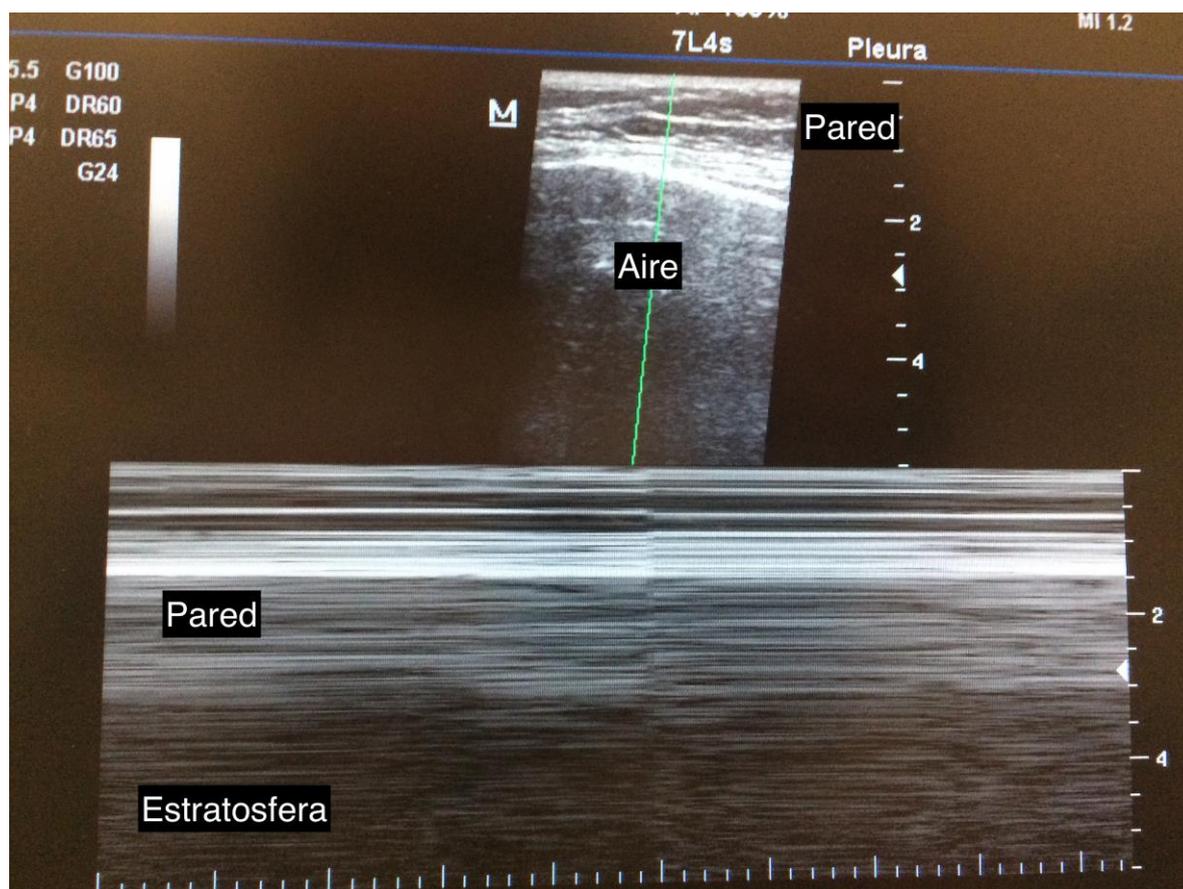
Ecografía donde se puede ver el signo de la estratosfera.
